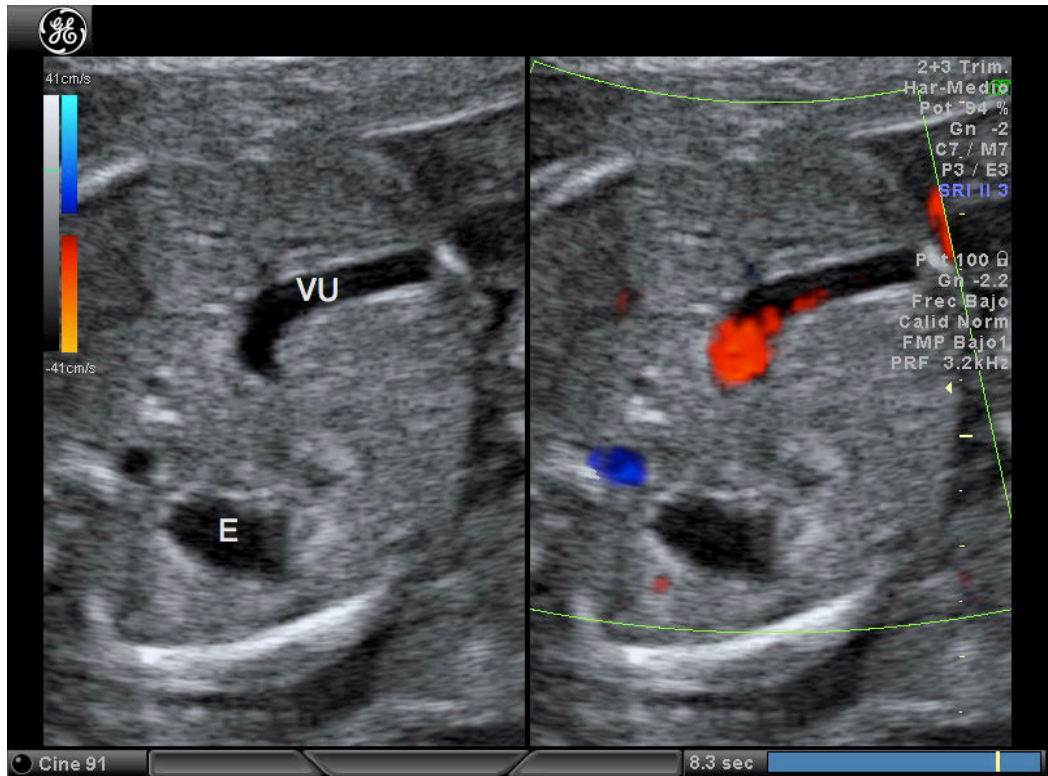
Vena umbilical (VU) se dirige hacia estómago (E) (sin/con doppler-color)
